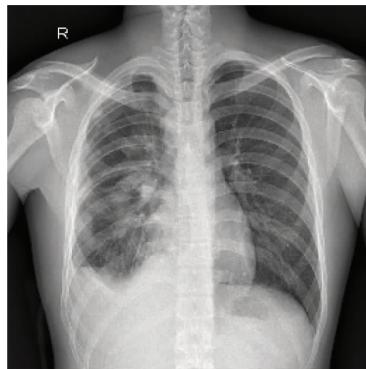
Chest X-ray before treatment
